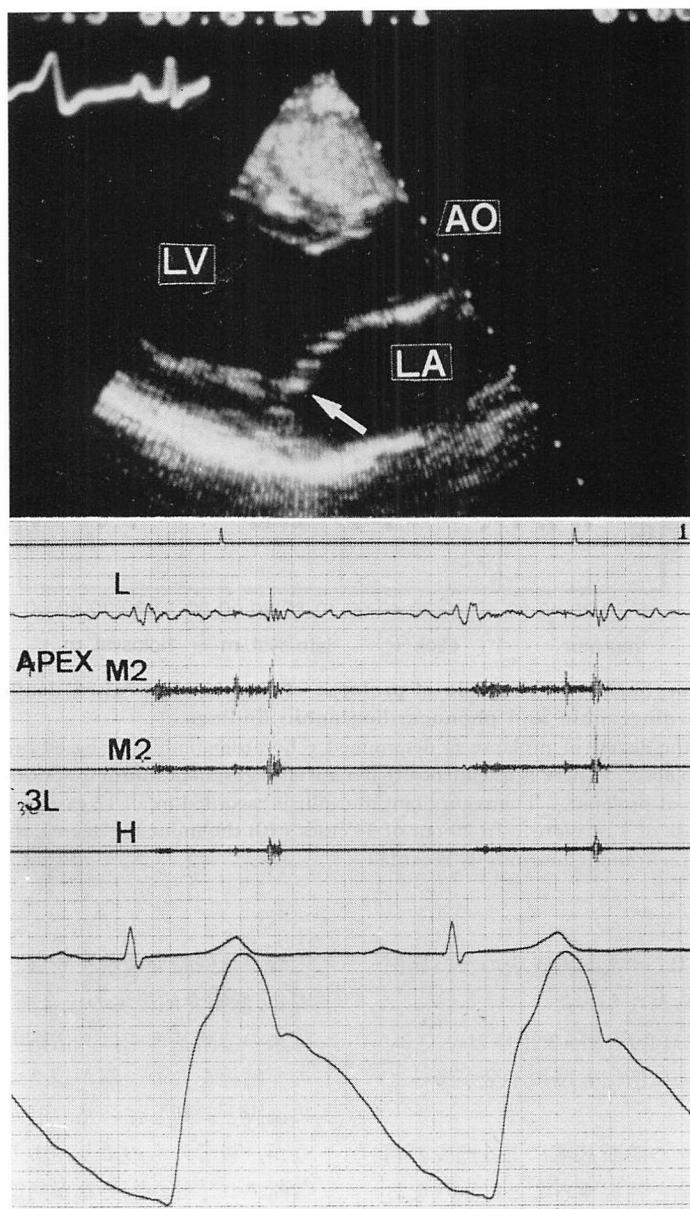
Real-time two-dimensional echocardiogram and phonocardiogram of a patient with the anterior mitral valve prolapse in whom the mitral valve does not cross the mitral ring.
